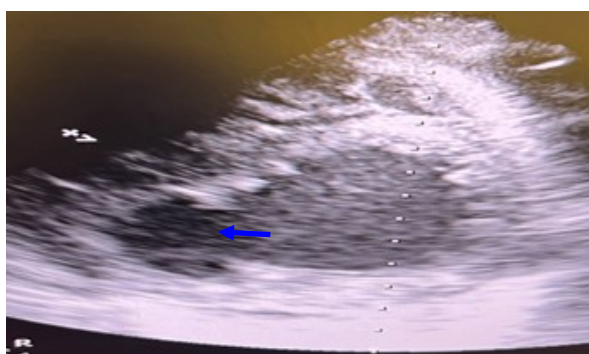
Image d'échographie doppler cardiaque coupe petite axe apicale montrant une poche anévrismale avec un collet large
